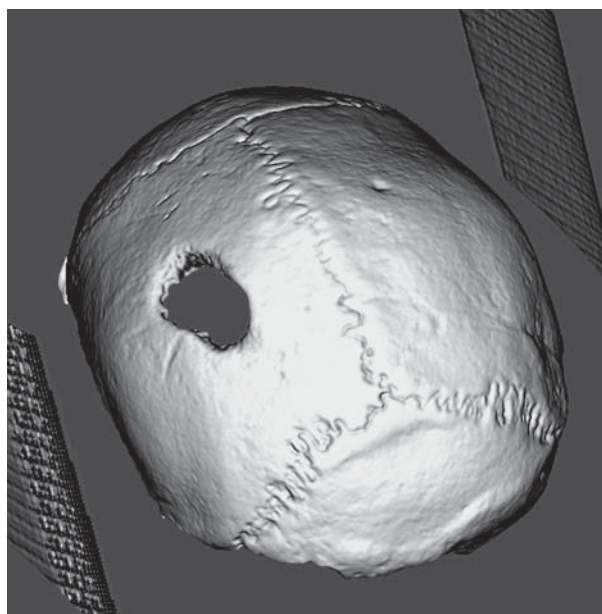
Трехмерная реконструкция по результатам компьютерной томографии черепа.
